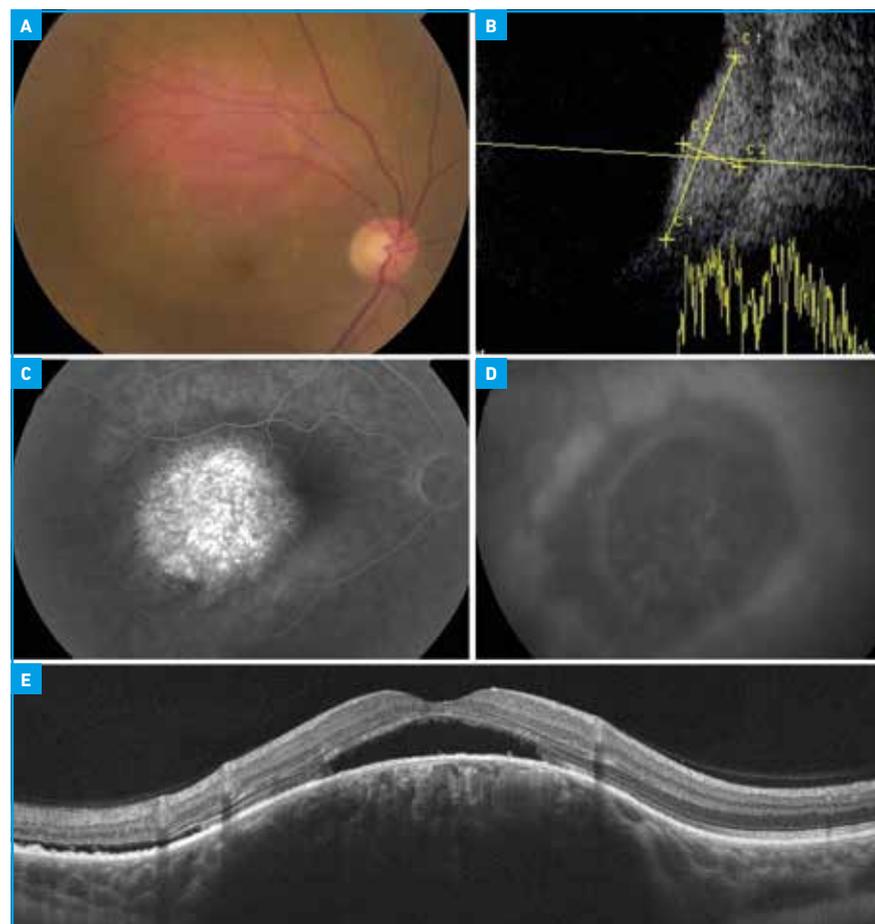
Hémangiome choroïdien circonscrit. A. Lésion orangée limitée au fond d'œil. B. Échographie mode B montrant une lésion iso-échogène, en dôme. C. Hyperfluorescence en angiographie à la fluorescéine. D. Wash-out tardif en angiographie ICG. E. OCT montrant une lésion choroïdienne en dôme surmontée d'un décollement séreux rétinien, ici de localisation maculaire et responsable d'une baisse visuelle.
